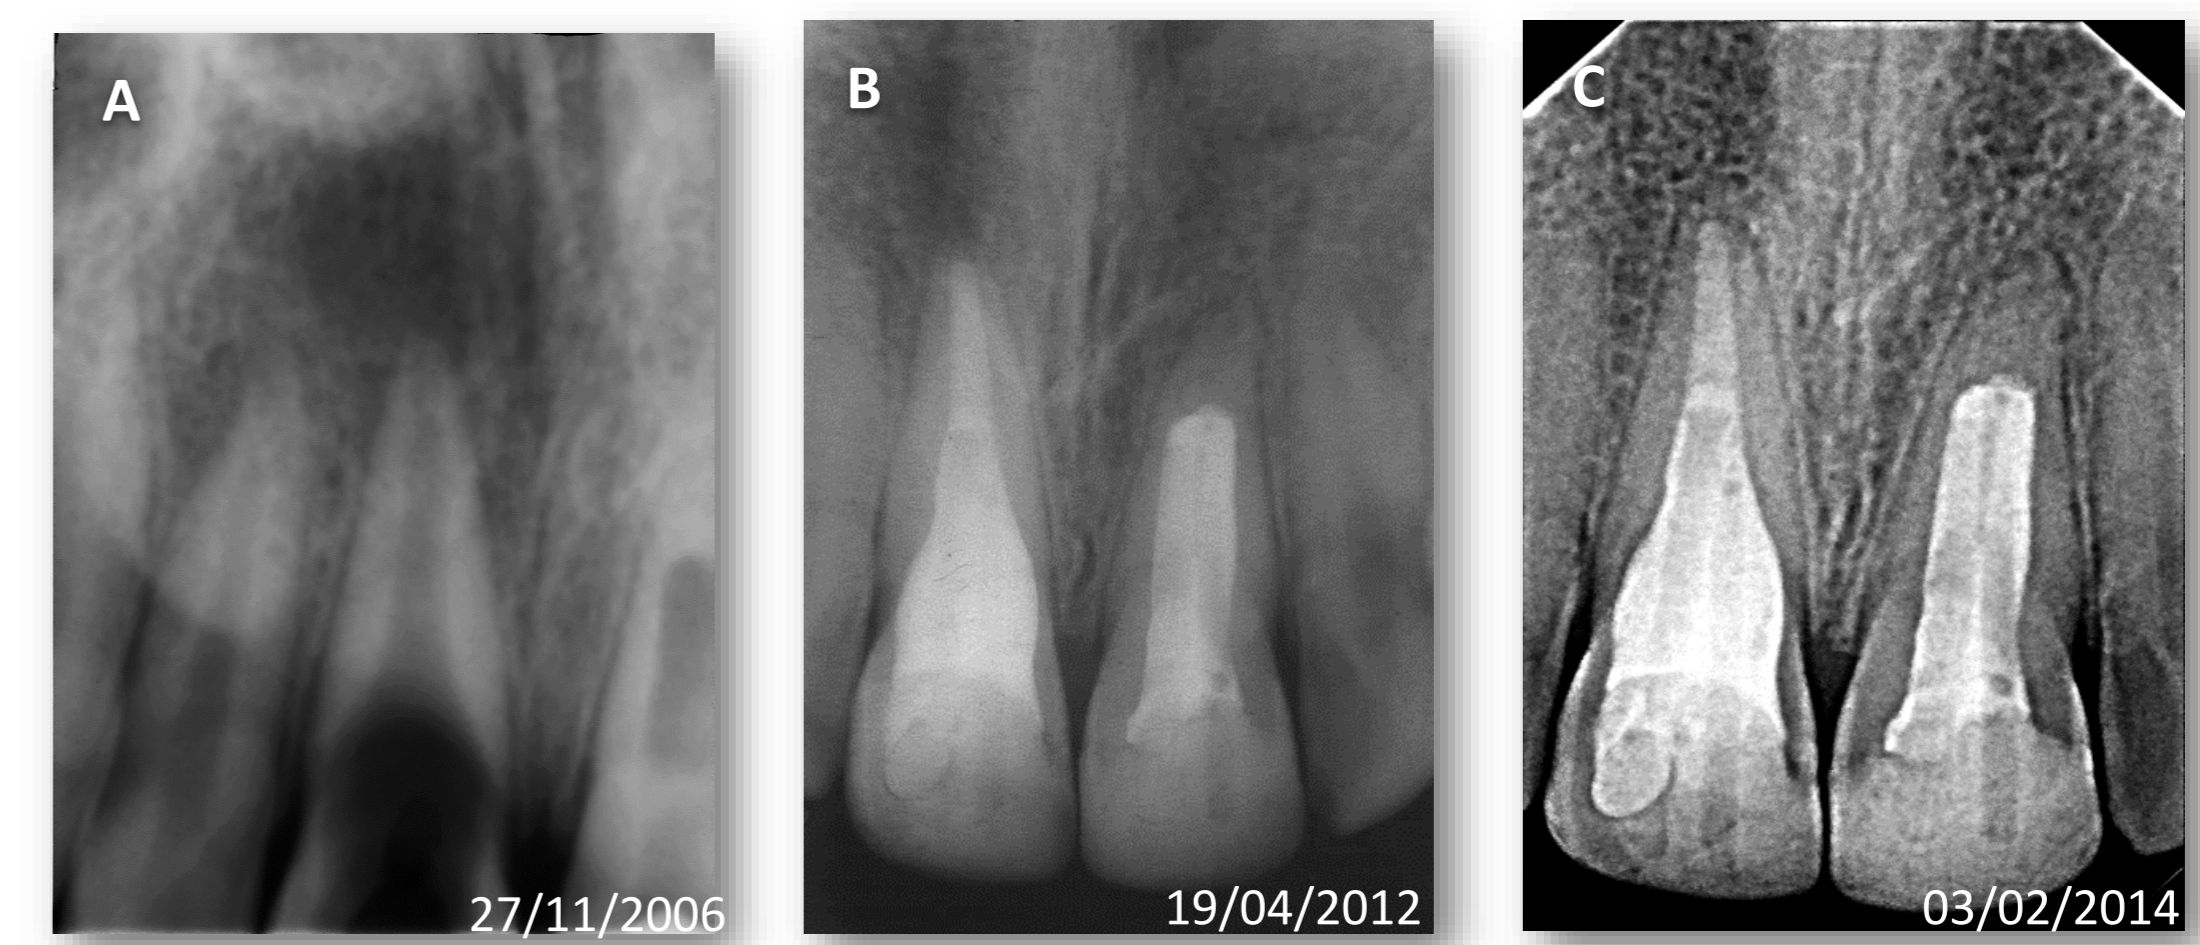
(A) Radiografia pré-operatória da lesão periapical do dente 11. (B) Radiografia do primeiro controlo, 64 meses após o tratamento. (C) Radiografia do segundo controlo, 86 meses após o tratamento do dente 11.
